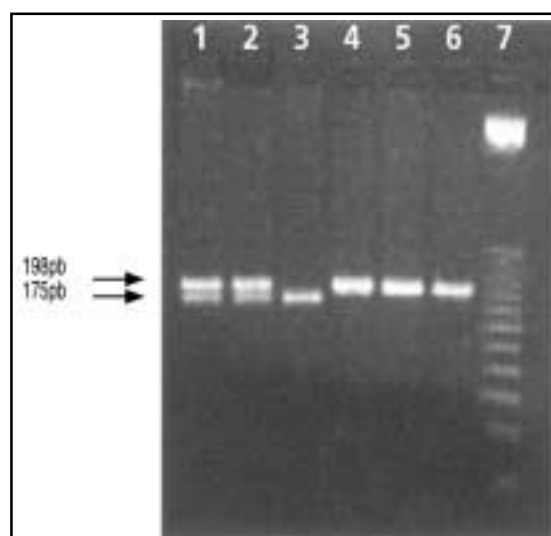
Análisis del polimorfismo C677T de la MTHFR. Carriles 1 y 2 muestran bandas de 198 pb y 175 pb que implica la existencia de un cambio de C por T al estado heterocigoto (CT), producto de la creación de un sitio de restricción para *HinfI*. En el carril 3 se observa una banda de 175 pb (la otra banda de 23 pb no se observa en el gel) que implica la existencia de un sitio de restricción en ambos alelos (TT). En los carriles 4, 5 y 6 se aprecia una sola banda de 198 pb, lo que implica ausencia del sitio de restricción (CC). Carril 7: marcador de peso molecular de 25 bp.
